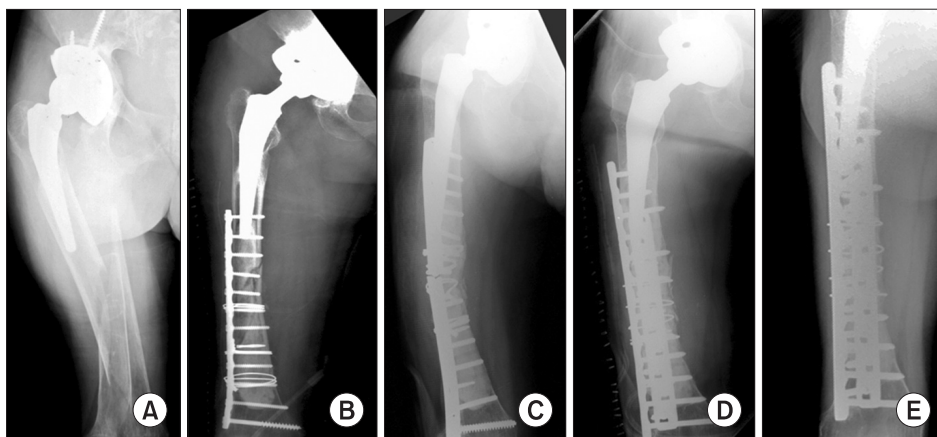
(A), (B) Radiograph of a 74-year-old female patient shows Type C periprosthetic femoral fracture augmented intramedullary with cement on distal femur, reduced and fixed with plate. (C), (D) After 1 year, another fracture with metal failure developed, and fixed with double plate with bone graft. (E) Radiograph taken 3 year 4 months after the last operation shows stable stem fixation and union of fracture site.
